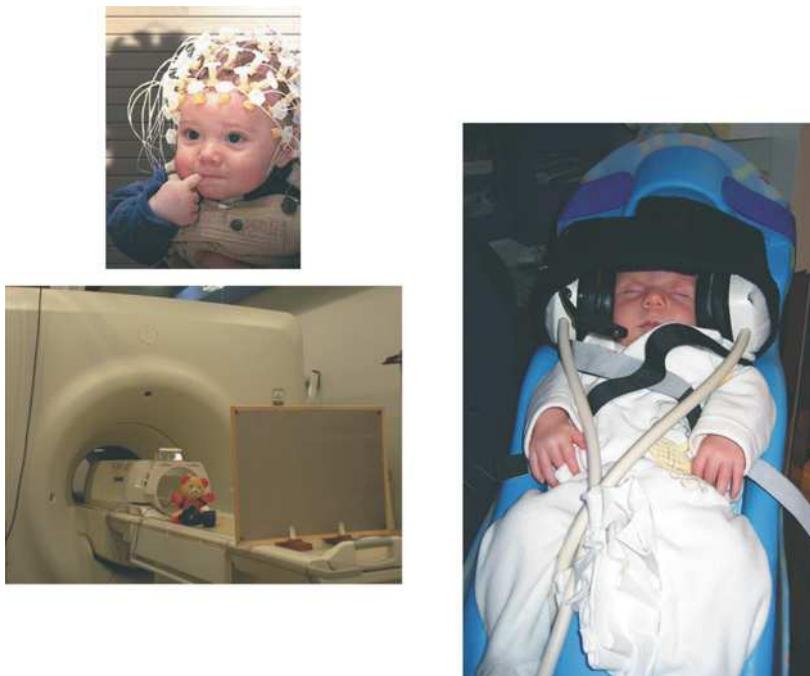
Методы для исследования мозговых процессов у новорожденных и маленьких детей: (вверху) многоэлектродное измерение ЭЭГ; (слева внизу) установка МРТ, подготовленная для обследования новорожденных и детей; (справа) специальное кресло для младенцев для проведения МРТ. (Источник: Ghislaine Dehaene-Lambertz, с разрешения.)
